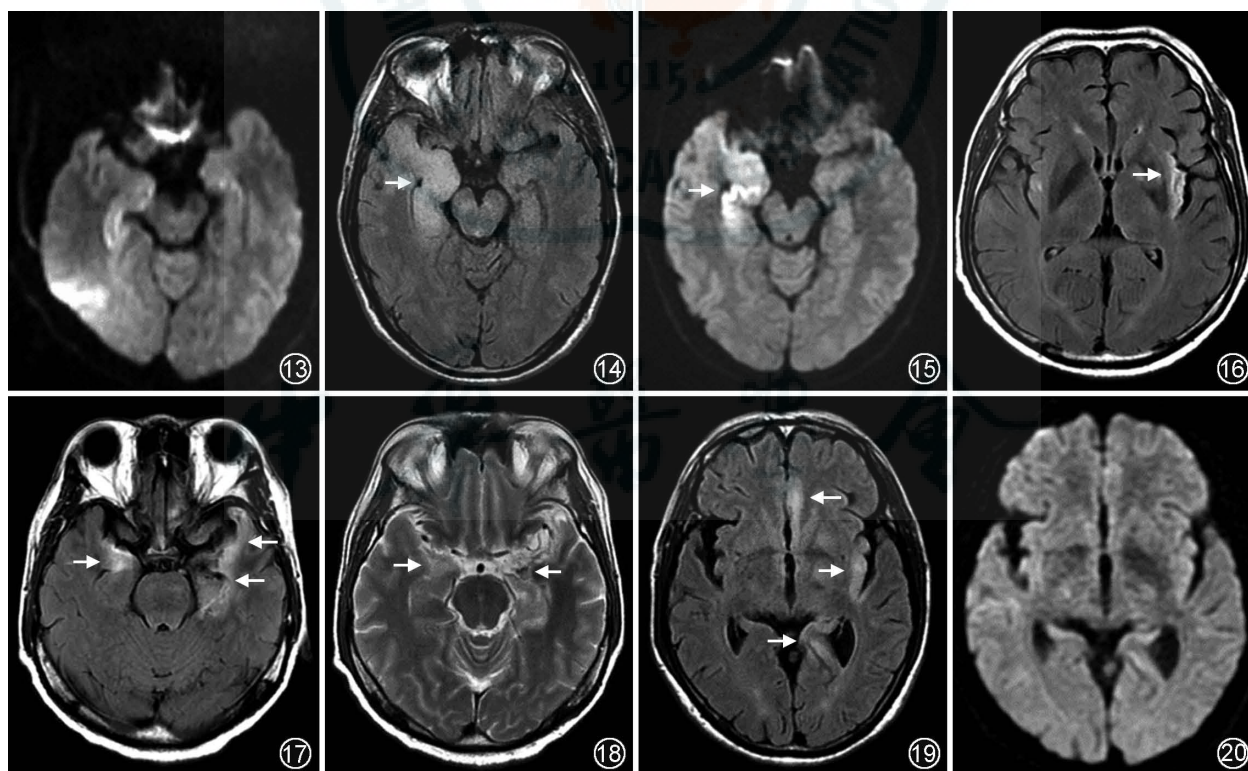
与图 12 同一患者。扩散加权成像(DWI)呈等信号,未见明显扩散受限 图 14,15 男,22 岁,单纯疱疹病毒性脑炎。右侧海马及海马旁回肿胀(↑),液体衰减反转恢复(FLAIR)序列 T₂WI 呈高信号(图 14 ↑),DWI 呈高信号、扩散受限(图 15 ↑) 图 16~18 男,48 岁,单纯疱疹病毒性脑炎。复查期显示病变与豆状核分界清楚、呈“刀切征”(图 16 ↑);左侧颞叶、双侧岛叶及海马区多发斑片状病灶,FLAIR 序列 T₂WI 及 T₂WI 呈高信号及左侧海马区呈低信号(↑),提示有陈旧出血(图 17,18) 图 19,20 男,32 岁,神经梅毒。双侧颞叶和枕叶、左侧顶叶、岛叶多发病灶(↑),FLAIR 序列 T₂WI 呈高信号(图 19),双侧外侧裂沟扩大,第三脑室稍扩大,提示脑萎缩。DWI 呈等信号,未见明显扩散受限(图 20)
